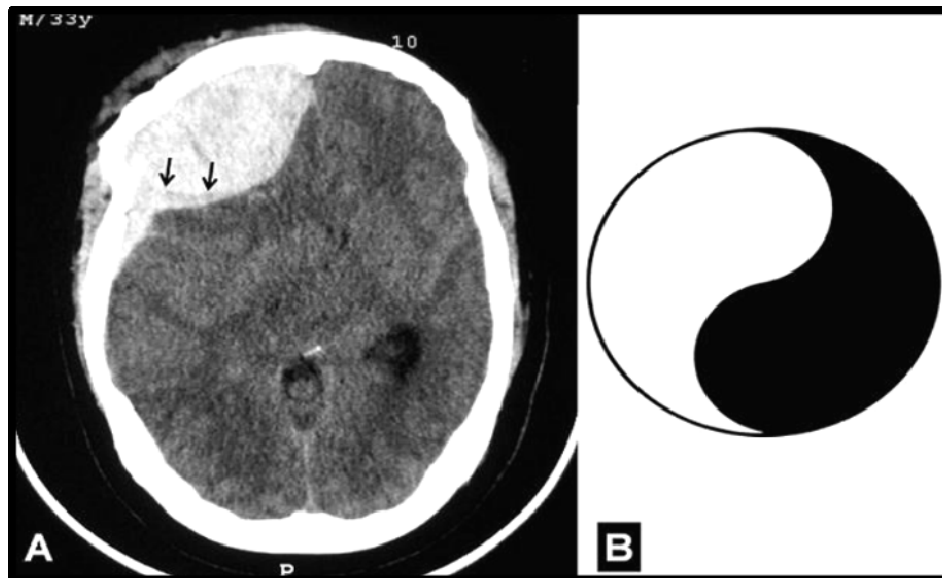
(A) TDM cérébrale en coupe axiale montrant une lésion hémorragique extra-axiale fronto-pariétale droite. Cette lésion présente deux compartiments différents : le premier (antérieur) est un HED et le deuxième (postérieur) est un HSDA. Notez la limite franche entre les deux lésions (flèches noires) ; (B) le symbole du Yin-yang ou Tajitu [161].
